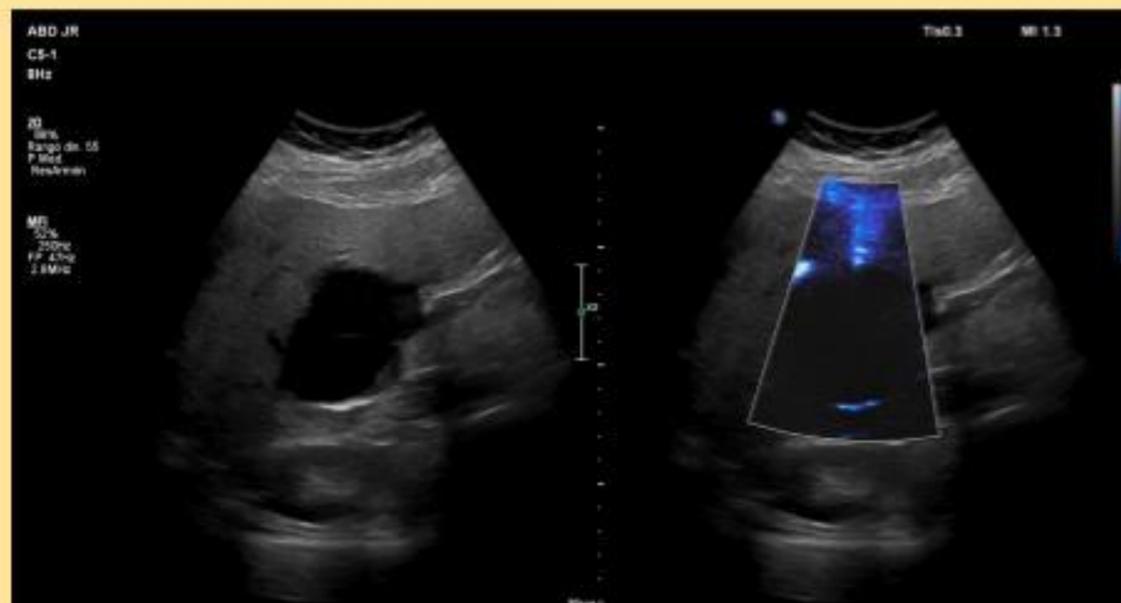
Lesión multilobulada de contenido anecoico sin vascularización Doppler, con algo de contenido ecogénico en zonas de declive.
